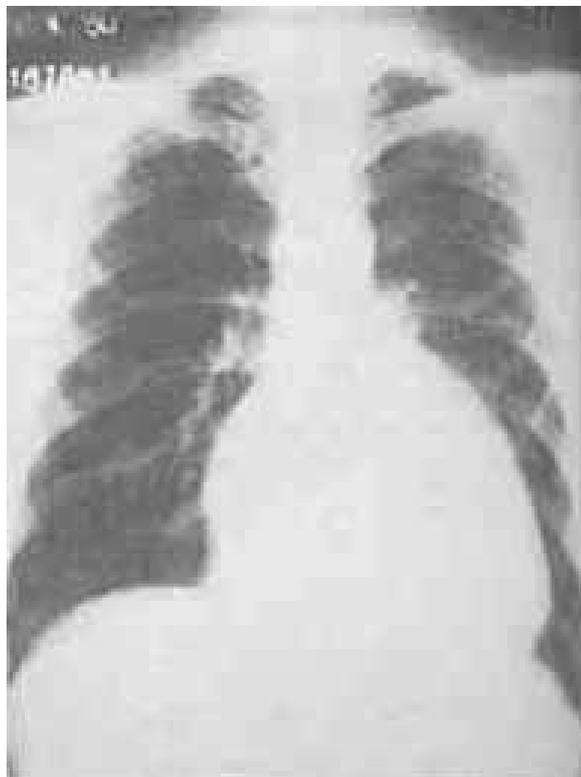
Radiografia do tórax em, PA, de um paciente com anomalia de Ebstein evidenciando os sinais radiológicos característicos.
